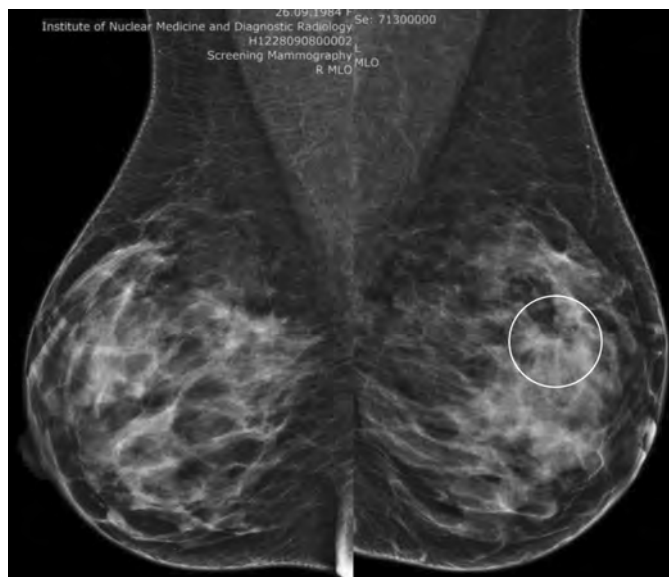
Випадок 3: Стандартна рентгенівська мамографія в косих проекціях. Ділянка деформації матричного рисунку у верхніх квадрантах лівої ГЗ.
